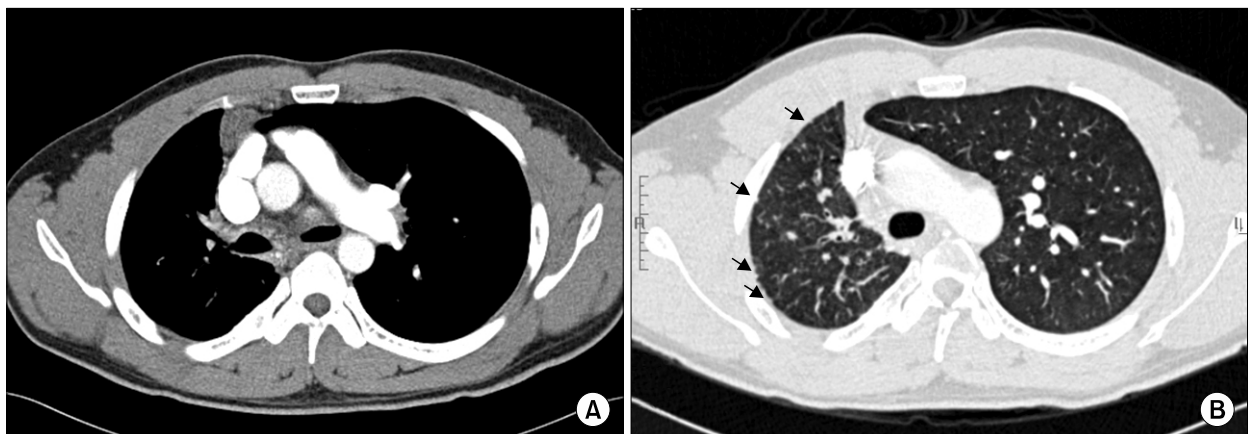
(A) Chest CT scan shows absence of Rt. pulmonary artery with ipsilateral hypoplastic lung and contralateral hyperinflation. (B) Rt. pulmonary vessels are diminished and Rt. bronchial artery is dilated, which makes collateral vessels along the right peribronchial spaces. There are also increased interstitial thickening, which represented numerous collaterals from parietal pleura (arrow).
